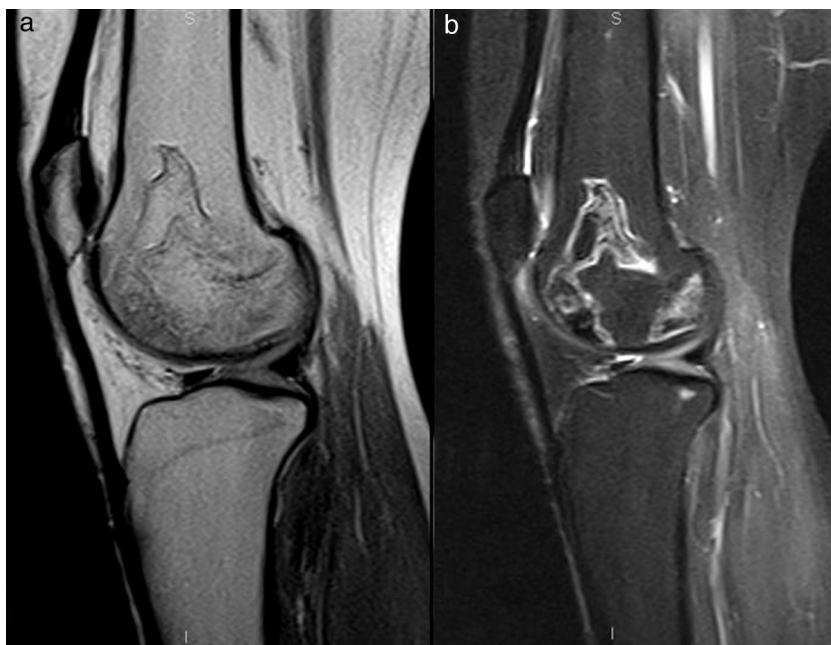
Estudio en resonancia magnética de 1,5 T de la rodilla izquierda. Se muestra una secuencia sagital en densidad protónica (2.a) y STIR. Se muestran 2 lesiones de características similares a la descrita en la imagen 1 compatibles con osteonecrosis que llegan a contactar con la superficie cortical condilar anterior y posterior.
